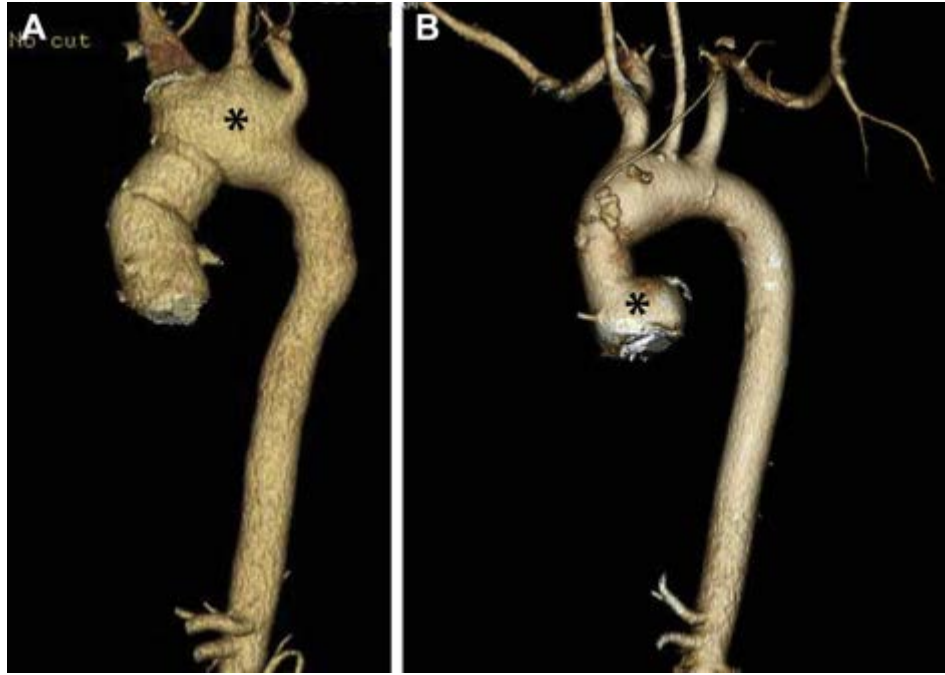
(A) 因二叶瓣相关的主动脉病变进行主动脉瓣与升主动脉置换术患者的胸主动脉 CT 3D 容积重建；该图显示主动脉弓扩大（星号）。(B) 因二叶式主动脉瓣和主动脉病行主动脉瓣与冠状动脉上主动脉置换术患者的胸主动脉 CT 3D 容积重建；该图显示主动脉根部不对称扩大（星号）。
